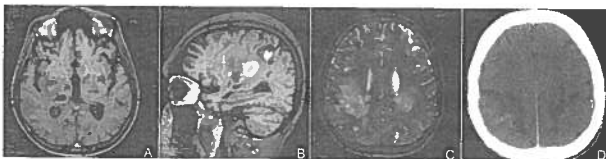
Caso de doente com lesões LMP bilaterais e posteriores (C - corte axial em T2SE), que apresentava lesões de toxoplasmose e criptococose associadas (A, B), e que na TAC (D) revelou pequeno componente hemorrágico, à direita.
